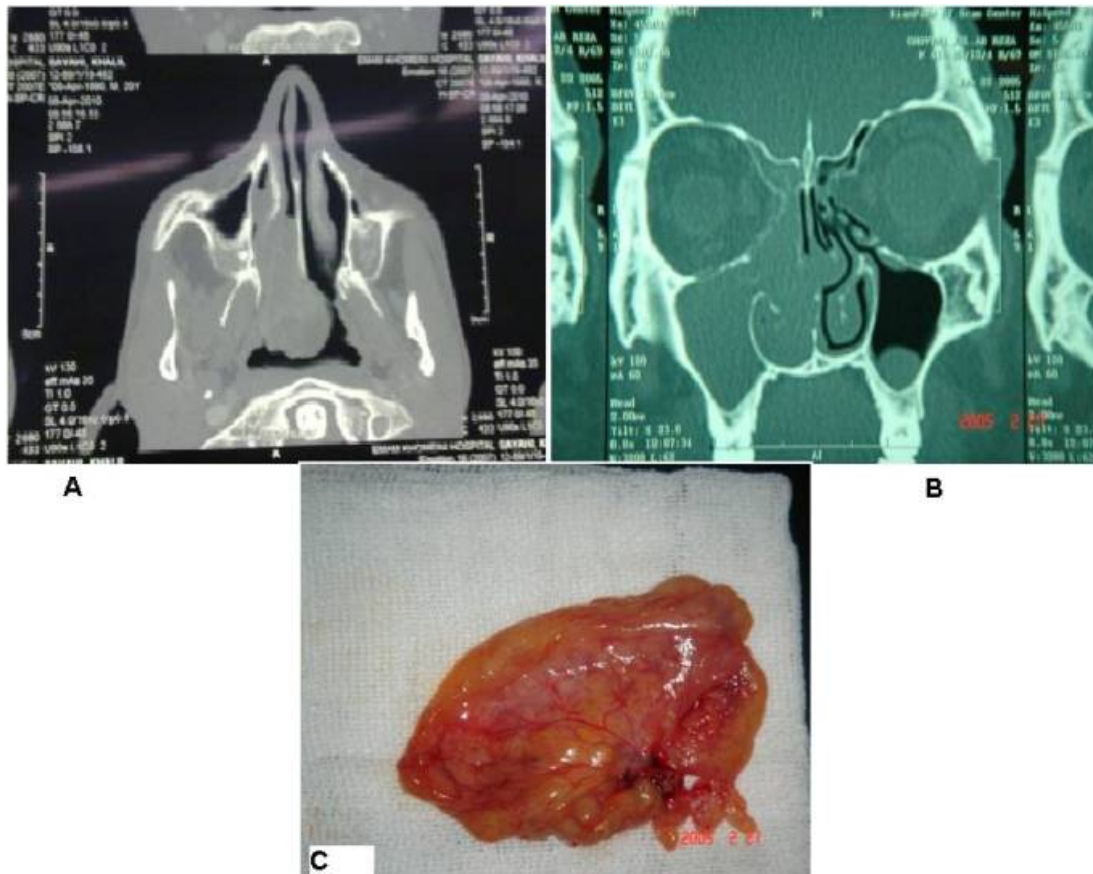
TDM de PAC de la fosse nasale gauche
